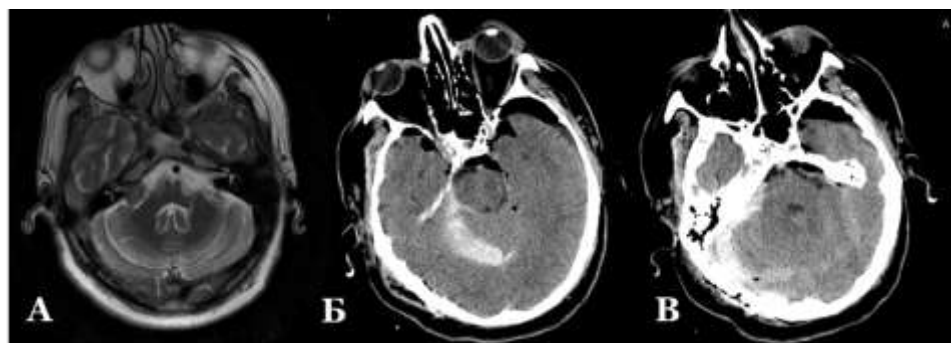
Типичный клинический пример малого первичного субдурально-субарахноидального паренхиматозного ВЧК, возникшего после удаления вестибулярной шванномы правого мосто-мозжечкового угла (II ст. по Koos, T2 по M. Samii), муж., 64г. (В-ов В.Н., и/б № 26682/2013). А – предоперационное МРТ головного мозга, режим T2-Propeller, аксиальный срез. МР-картина типичной вестибулярной шванномы. Б, В – КТ головного мозга, 1-е сутки после операции, аксиальные срезы. Субдурально и супратенториально субокципитально определяется малая субдуральная гематома, возникшая в результате вторичного распространения в ходе гемостаза из области операционного ложа
